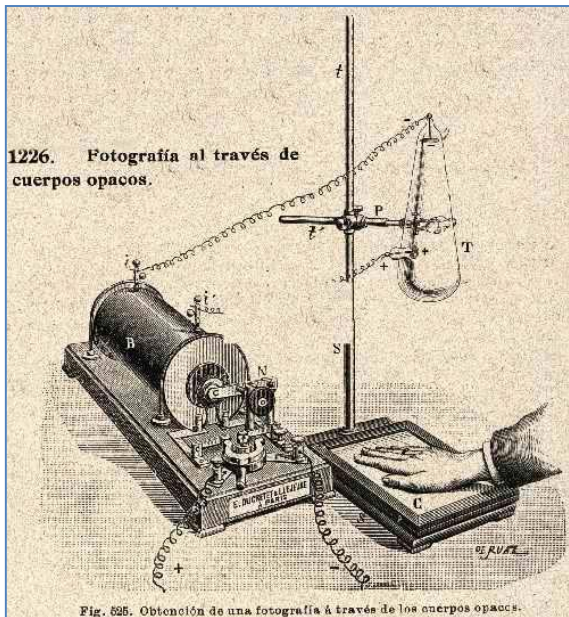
Primeros tubos catódicos que buscaban la generación de campos electromagnéticos, con los cuales se descubrió inesperadamente la radiografía y los rayos X.
